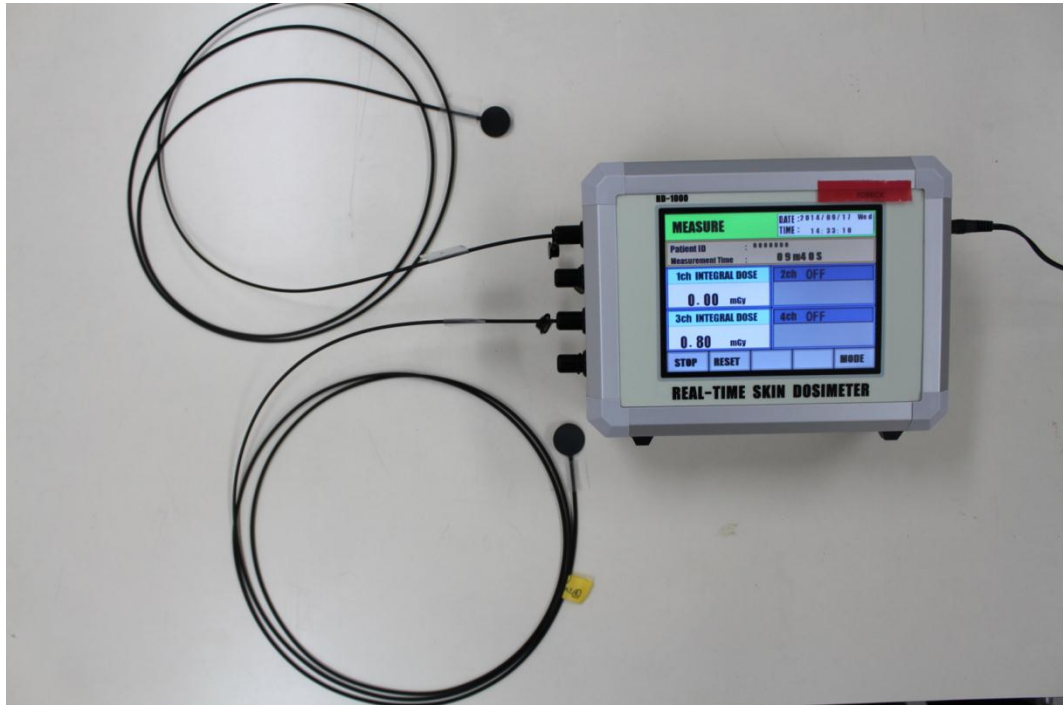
試作患者線量計（センサをX線入射皮膚面に貼付）
